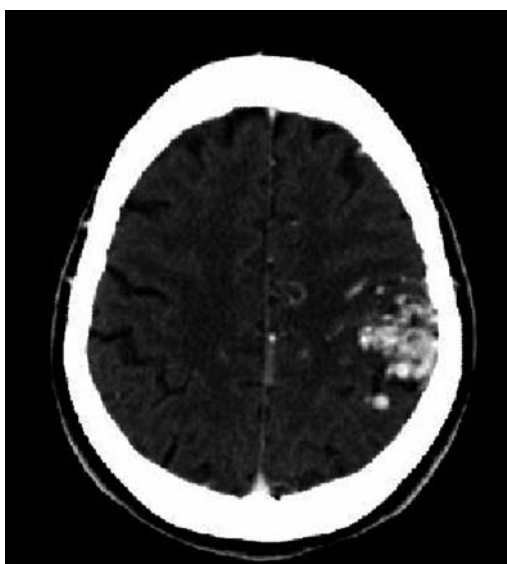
Malformación Aterio-Venosa en area parietal izquierda (TAC con contraste).
